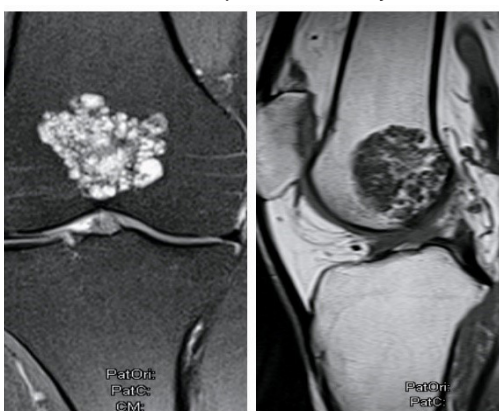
Enchondroma tipike në MRI.
